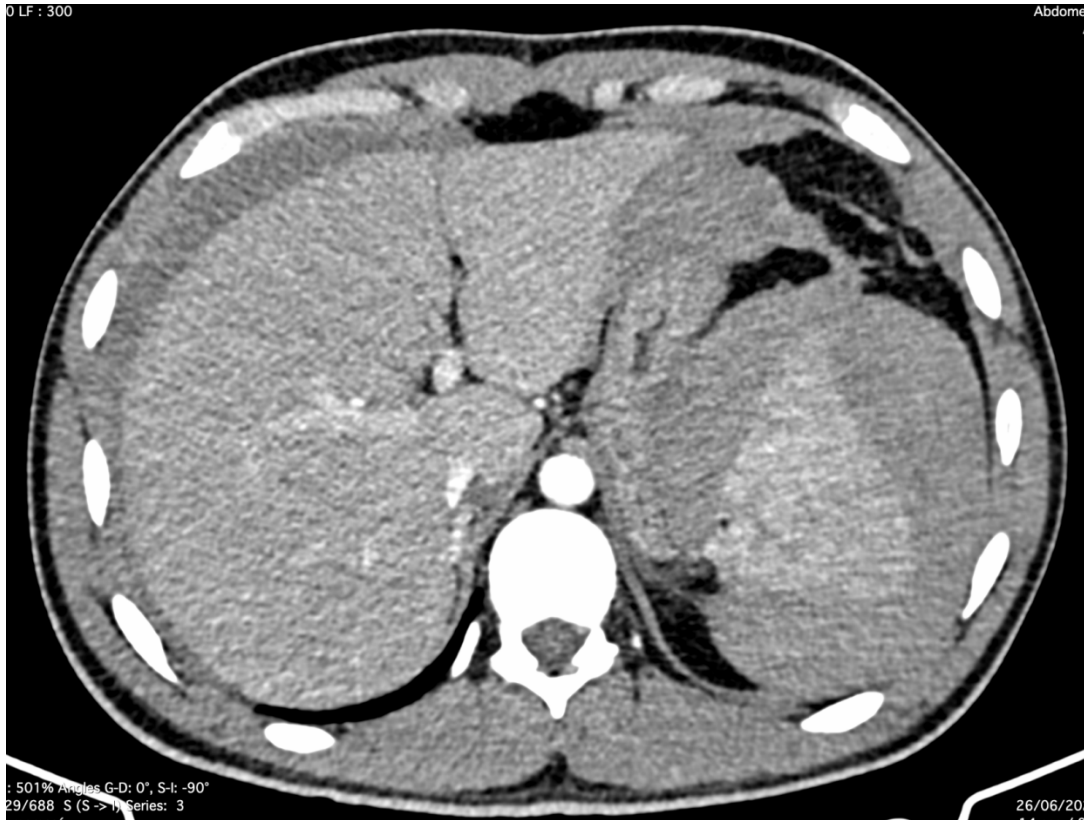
TDM abdominale en coupe axiale au temps artériel montrant une collection sous capsulaire splénique exerçant un important effet de masse sur le parenchyme sous-jacent en rapport avec un hématome sous capsulaire et un épanchement libre péritonéal plus marqué en péri hépatique en rapport avec un hémopéritoine
